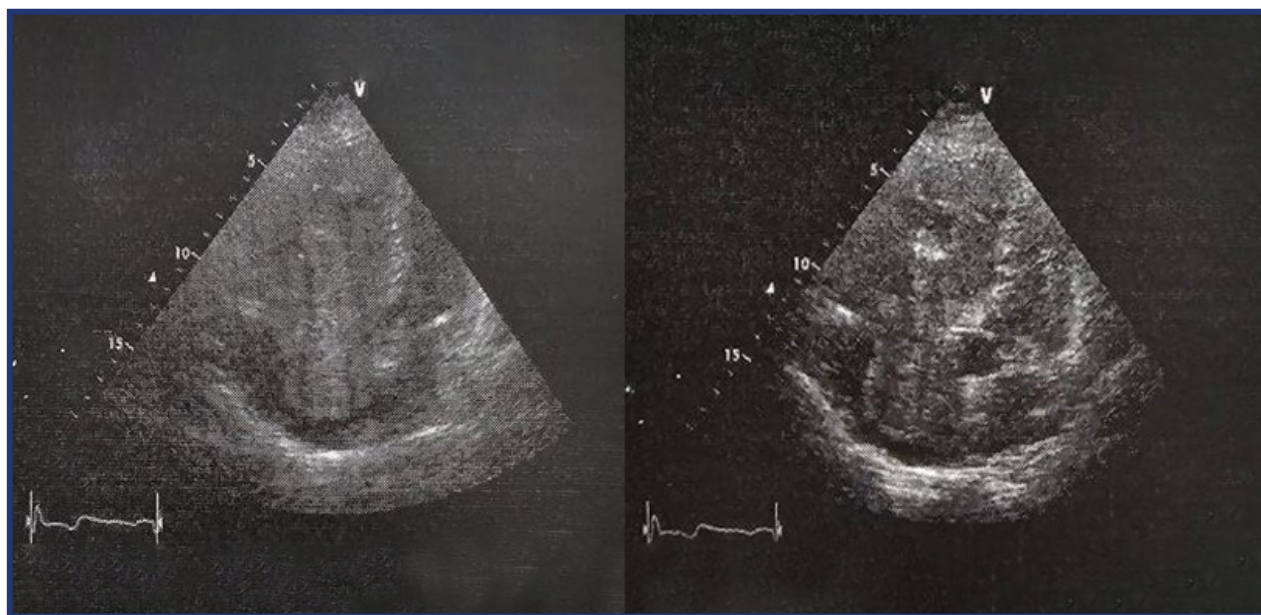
Ecocardiograma preoperatorio. Se observó una masa móvil en la aurícula derecha que se extiende por la válvula tricúspide hacia el ventrículo derecho.
